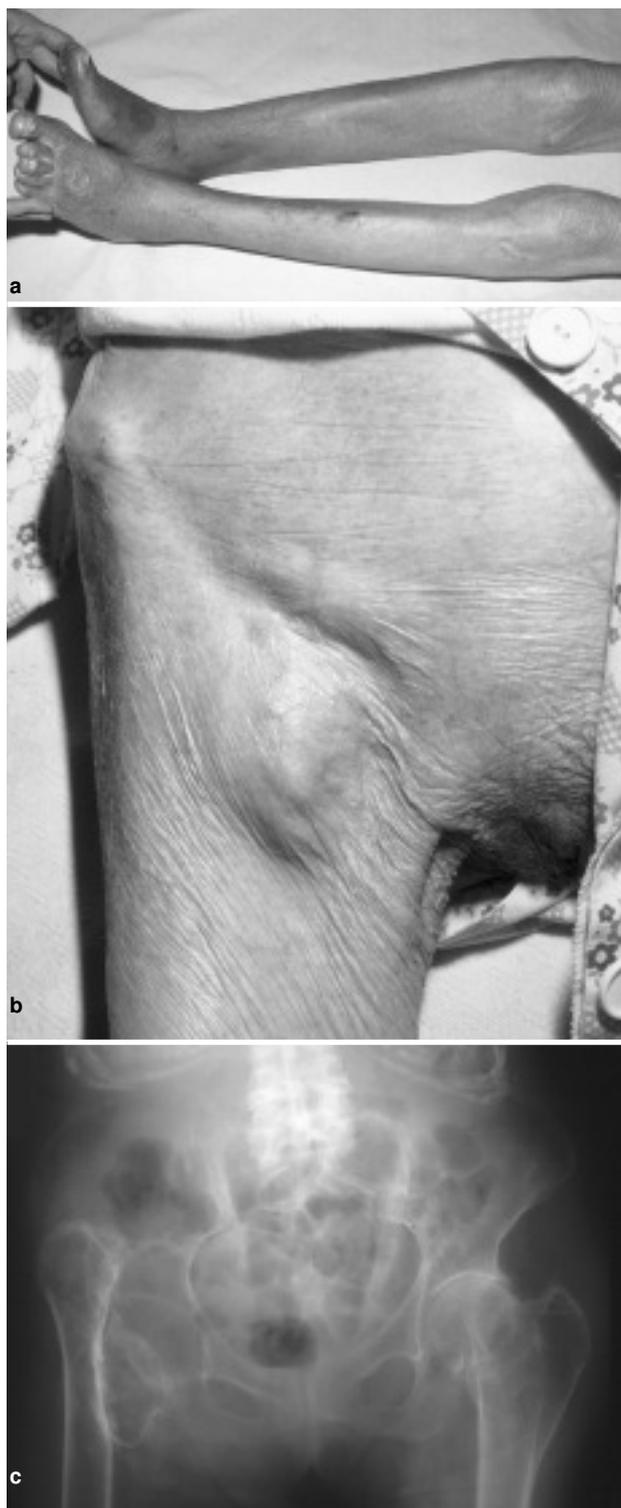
Fractura asintomática de cuello de fémur derecho en mujer de 85 años de edad. Éste fue un hallazgo casual en una paciente que vivía en su domicilio y que había sufrido una caída previa un año antes. Su movilidad estaba restringida finalmente como consecuencia de su cojera. En el examen físico, la pierna derecha se muestra más corta que la izquierda (5a) y se observa la protrusión del cuello femoral en la ingle derecha (5b). En la radiografía de la cadera derecha se demuestra que el vástago femoral derecho ha formado una nueva articulación con la cresta iliaca (5c).
